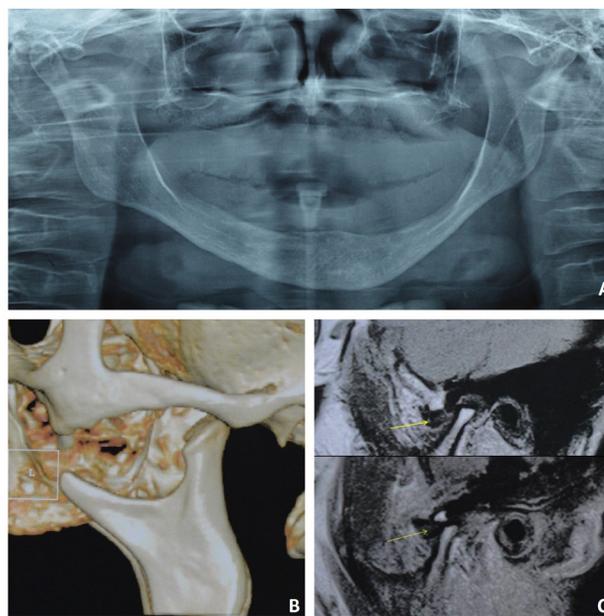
A: Radiografia panorâmica inicial. B: Tomografia computadorizada demonstrando a reabsorção condilar. 1C: RNM - ATM Esquerda Boca Fechada/Aberta – Deslocamento anterior do Disco.
